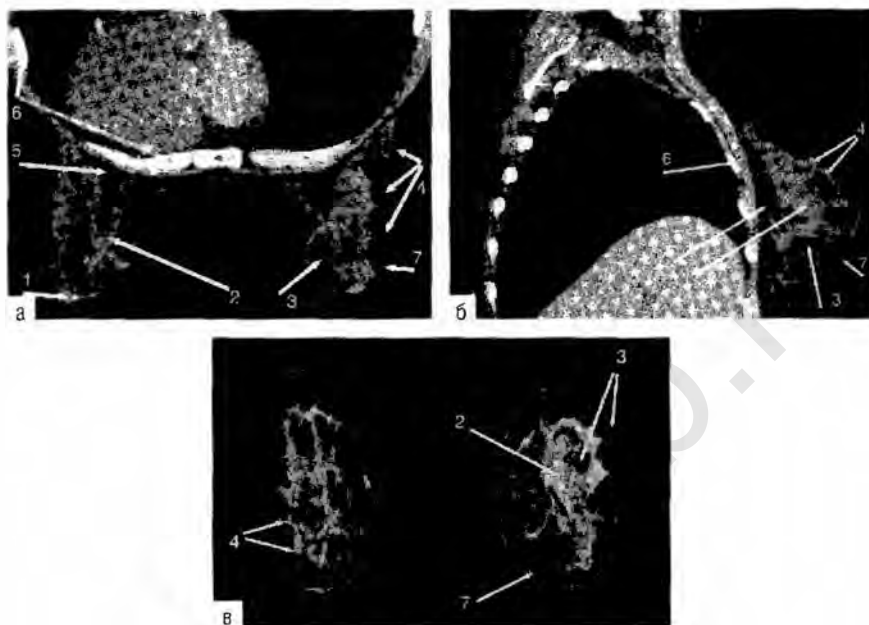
Компьютерная томография нормальной молочной железы. Железисто-фиброзный тип строения. Аксиальная (а), сагиттальная (б) и фронтальная (в) проекции. 1 — сосок; 2 — железистая ткань; 3 — жировая ткань; 4 — связки Купера; 5 — ретро-маммарное пространство; 6 — ребро; 7 — кожа.
